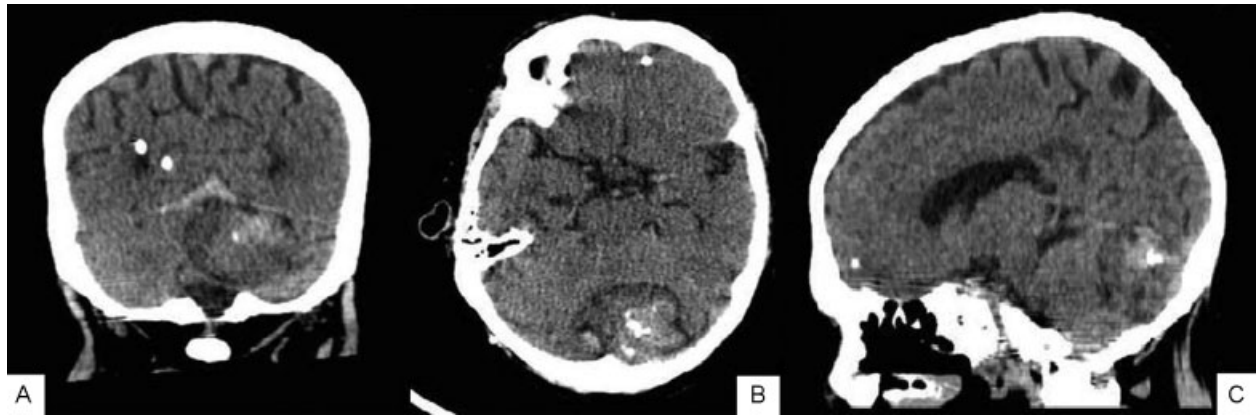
Tomografia computadorizada de crânio evidenciando lesão em fossa posterior, adjacente à tenda do cerebelo. (A) corte coronal, (B) corte axial, (C) corte sagital.
